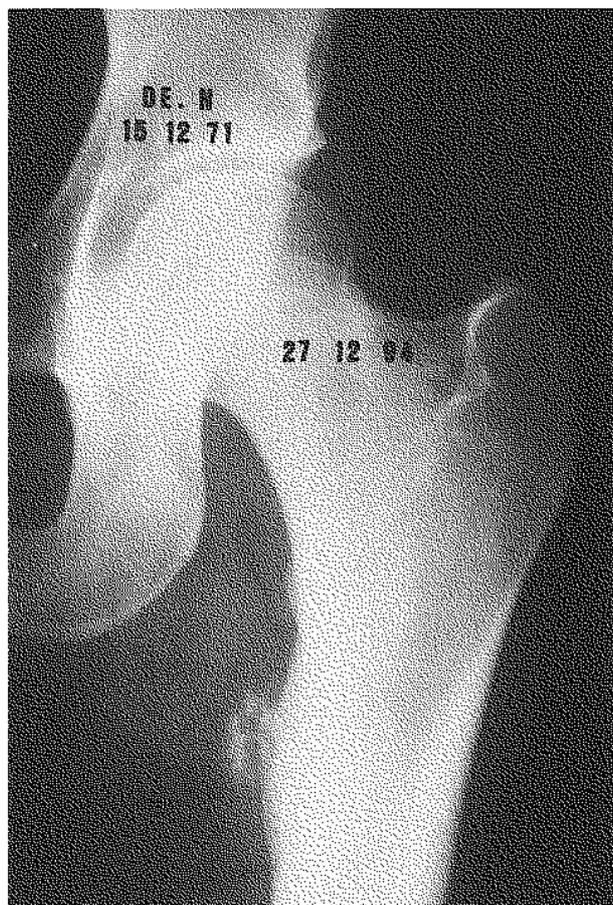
Radiographie de hanche gauche montrant une plage d'hyperostose corticale homogène à limite régulière en-dessous du petit trochanter et des calcifications des tissus mous à disposition annulaire en regard de cette hyperostose.
